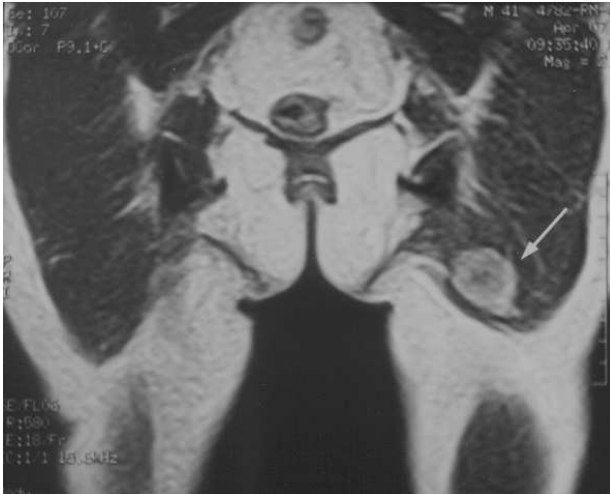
Resonancia magnética que muestra una tumoración de 3 cm de diámetro en el interior del músculo glúteo mayor izquierdo, y que se realiza centripetamente tras la administración de contraste intravenoso (flecha).
